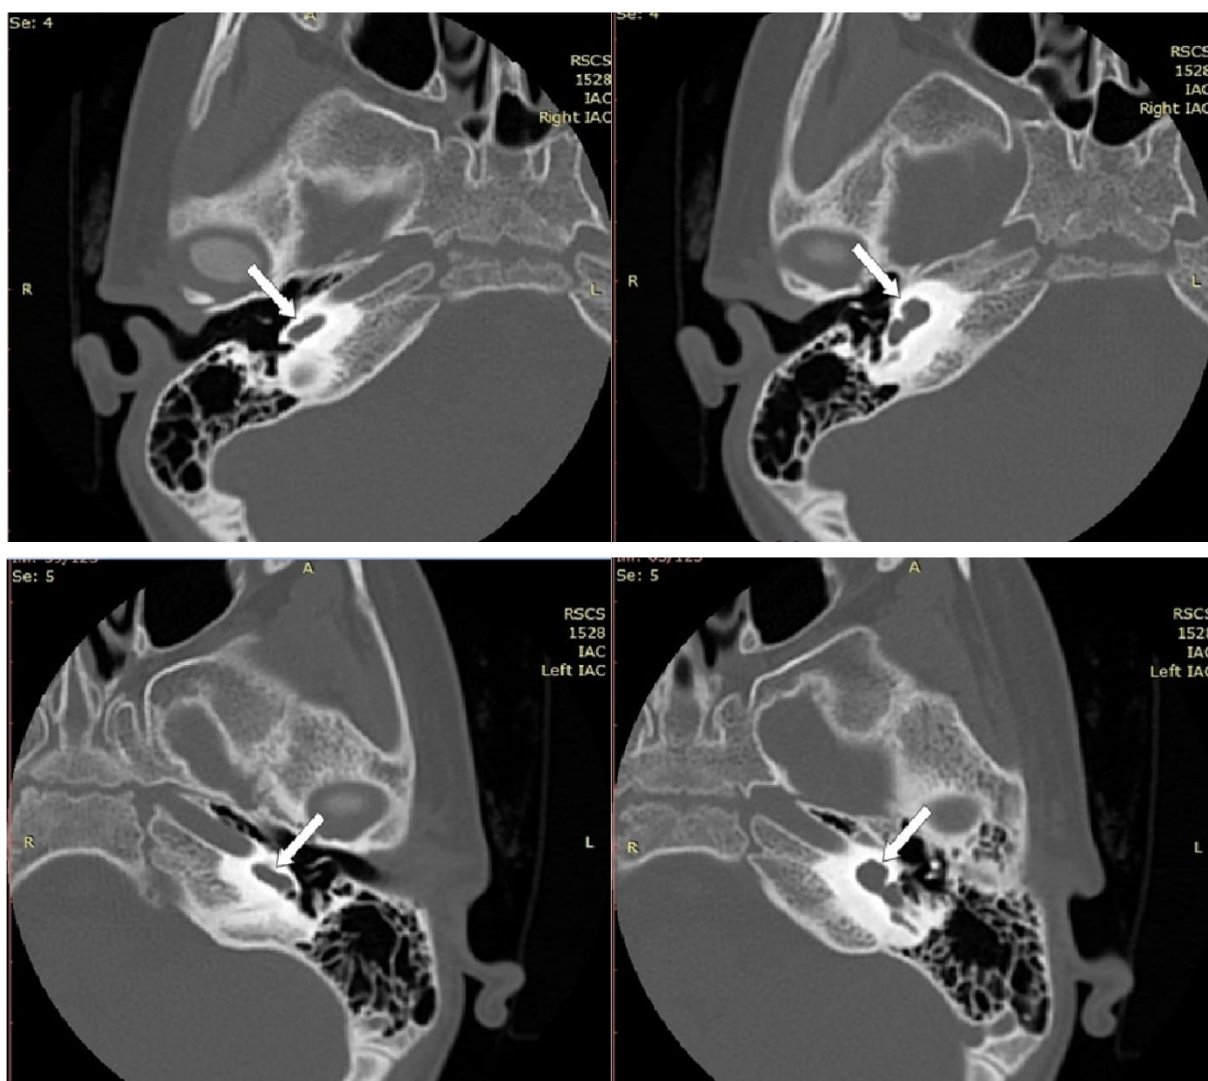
Мультиспиральная компьютерная томография височных костей при двусторонней аномалии развития улитки в виде неполного разделения II типа.
